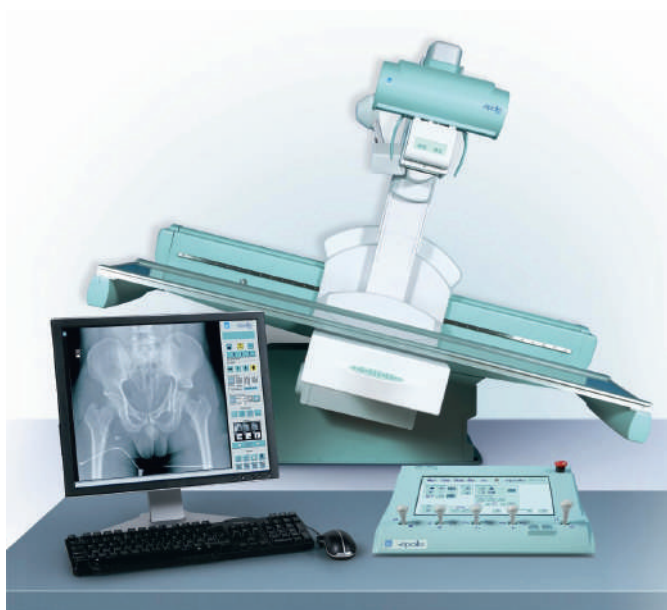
Цифровой комплекс рентгеновский диагностический телеуправляемый «ТелеКорД-МТ» на три рабочих места
